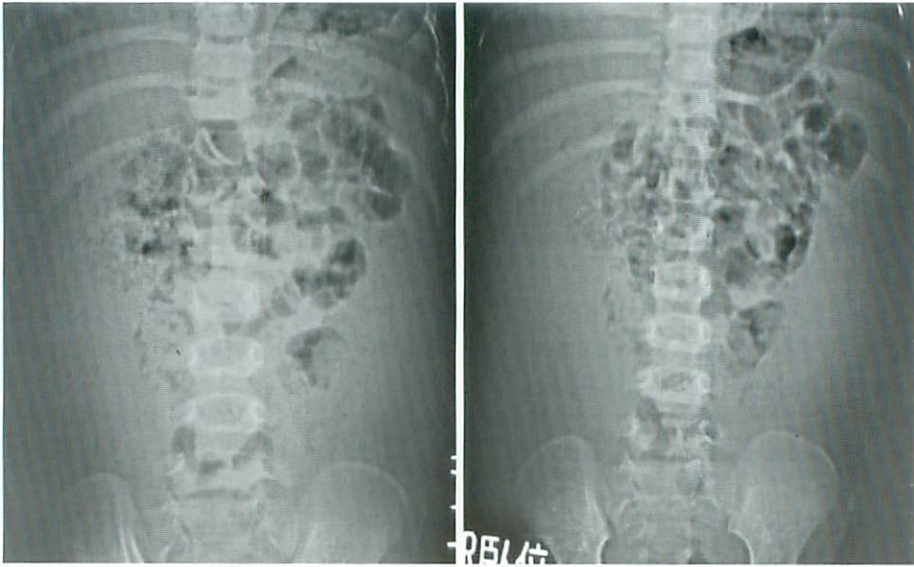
Plain abdominal radiographs in erect and recumbent position show displacement of intestines.
